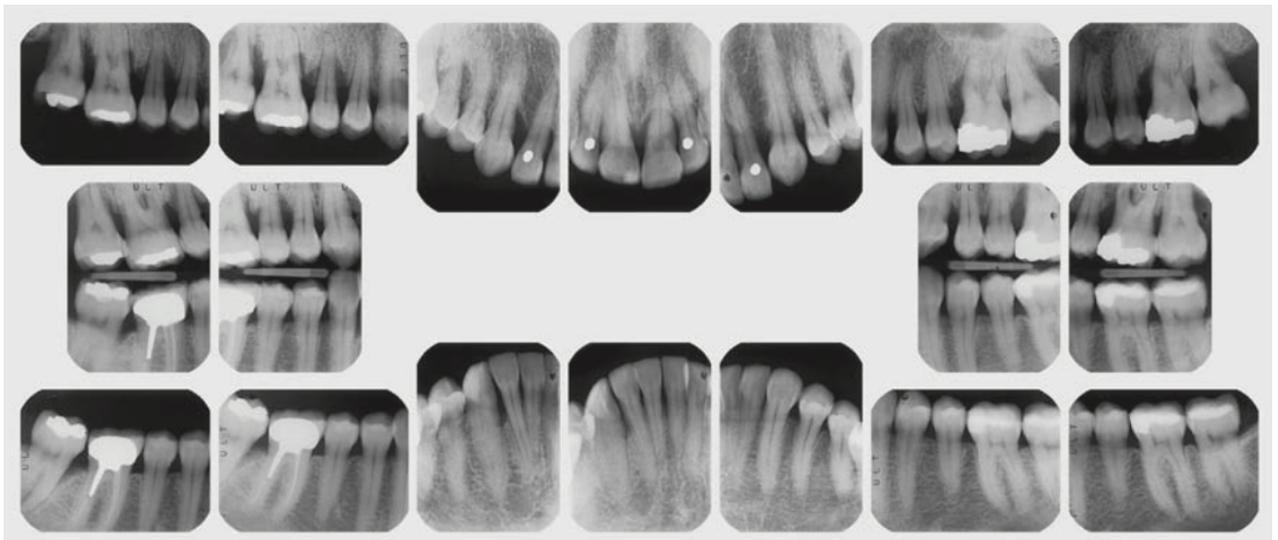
Radiografía serie panorámica con pérdida de hueso (20)
